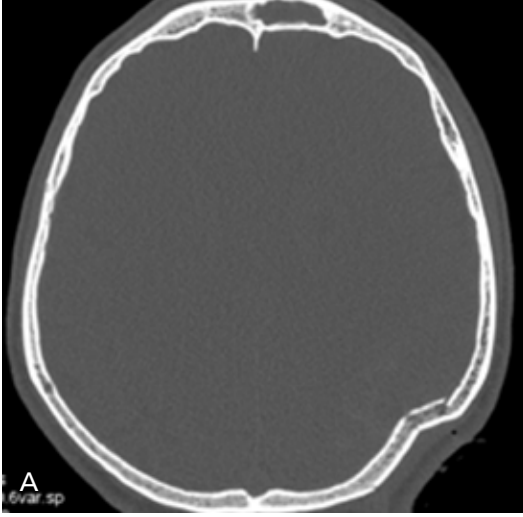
A-C. Sol temporoparietalde lineer deplase olmayan kırık (oklar). (A) Öncü görüntü. (B) Kemik pencerede aksiyal beyin BT kesiti. (C) Kemik yapıya yönelik üç boyutlu görüntü.
